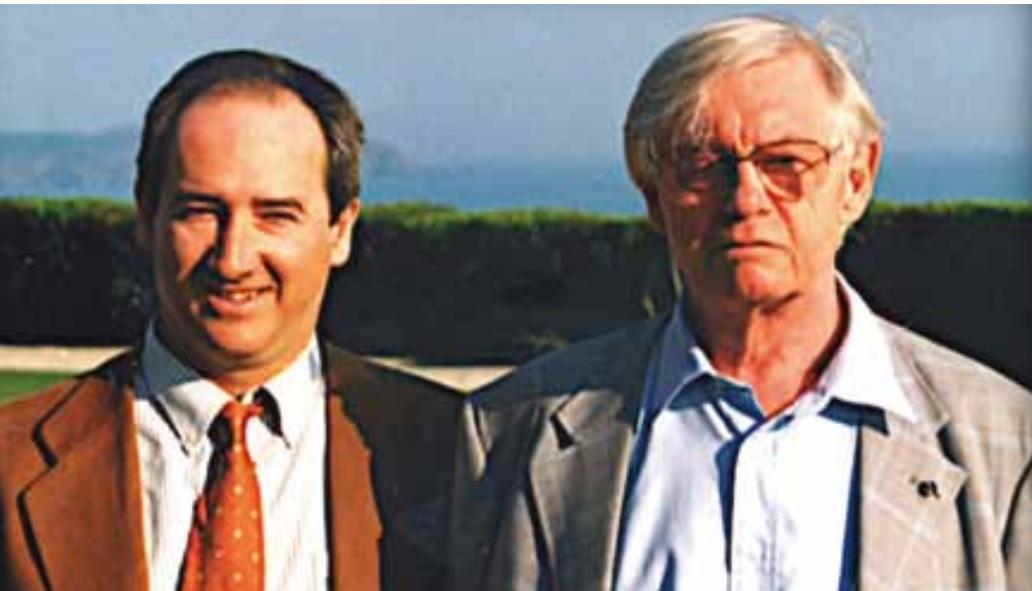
IMAGEN RETROSPECTIVA DEL PROF. BRANEMARK CON RAMÓN MARTÍNEZ CORRIÁ
